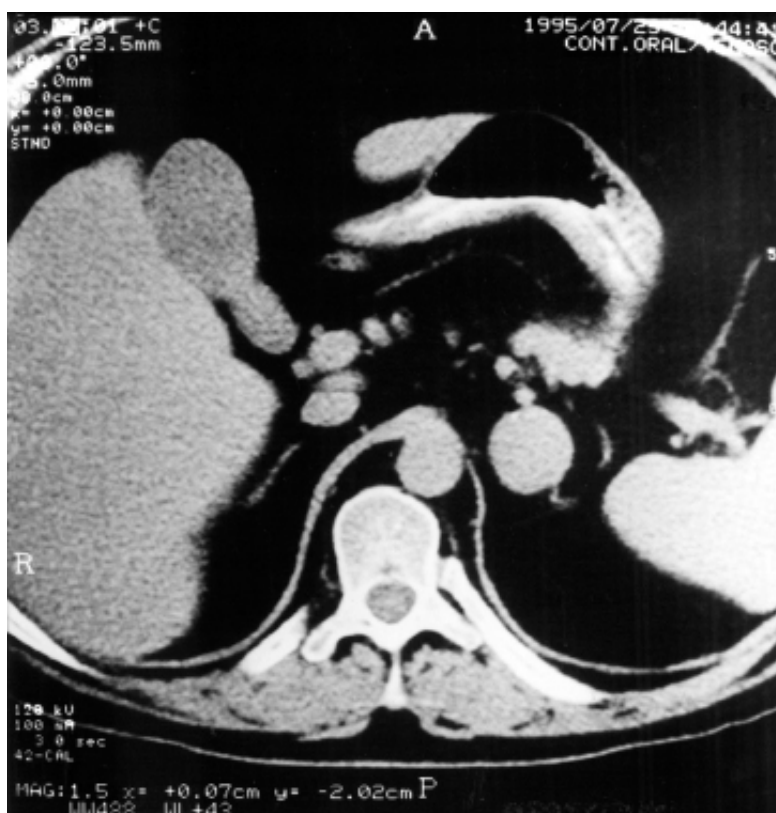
Tomografia computadorizada de abdome na qual se observa adenoma na glândula suprarrenal esquerda produtor de cortisol. (Arquivo do Serviço de Endocrinologia da Santa Casa de BH.)
